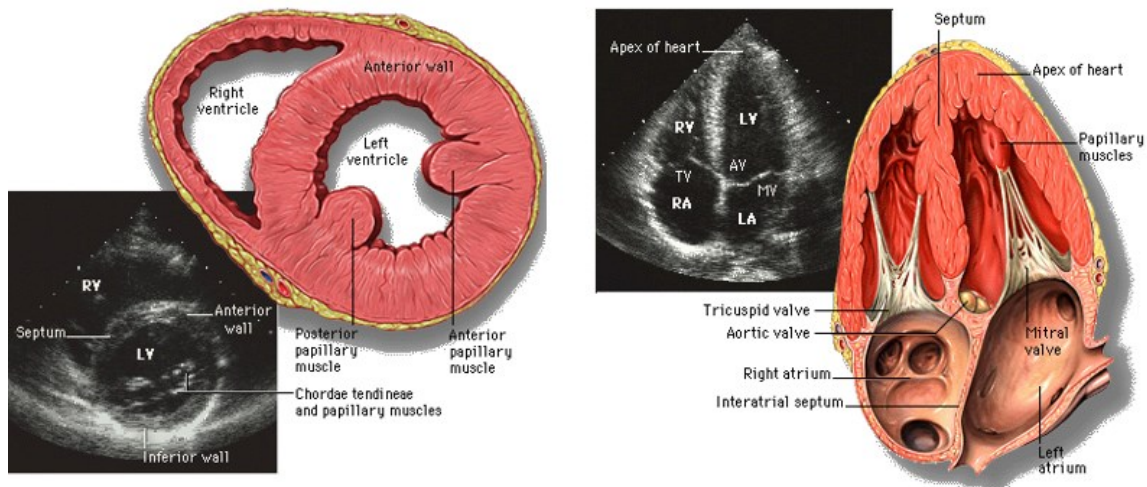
ASSI CARDIACI IN ECOGRAFIA
